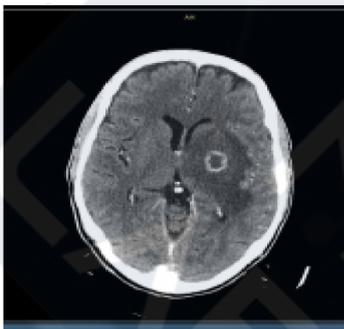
Resonancia magnética nuclear del paciente en la que se observa un edema vasogénico de 1,6 x 1,5 cm.
